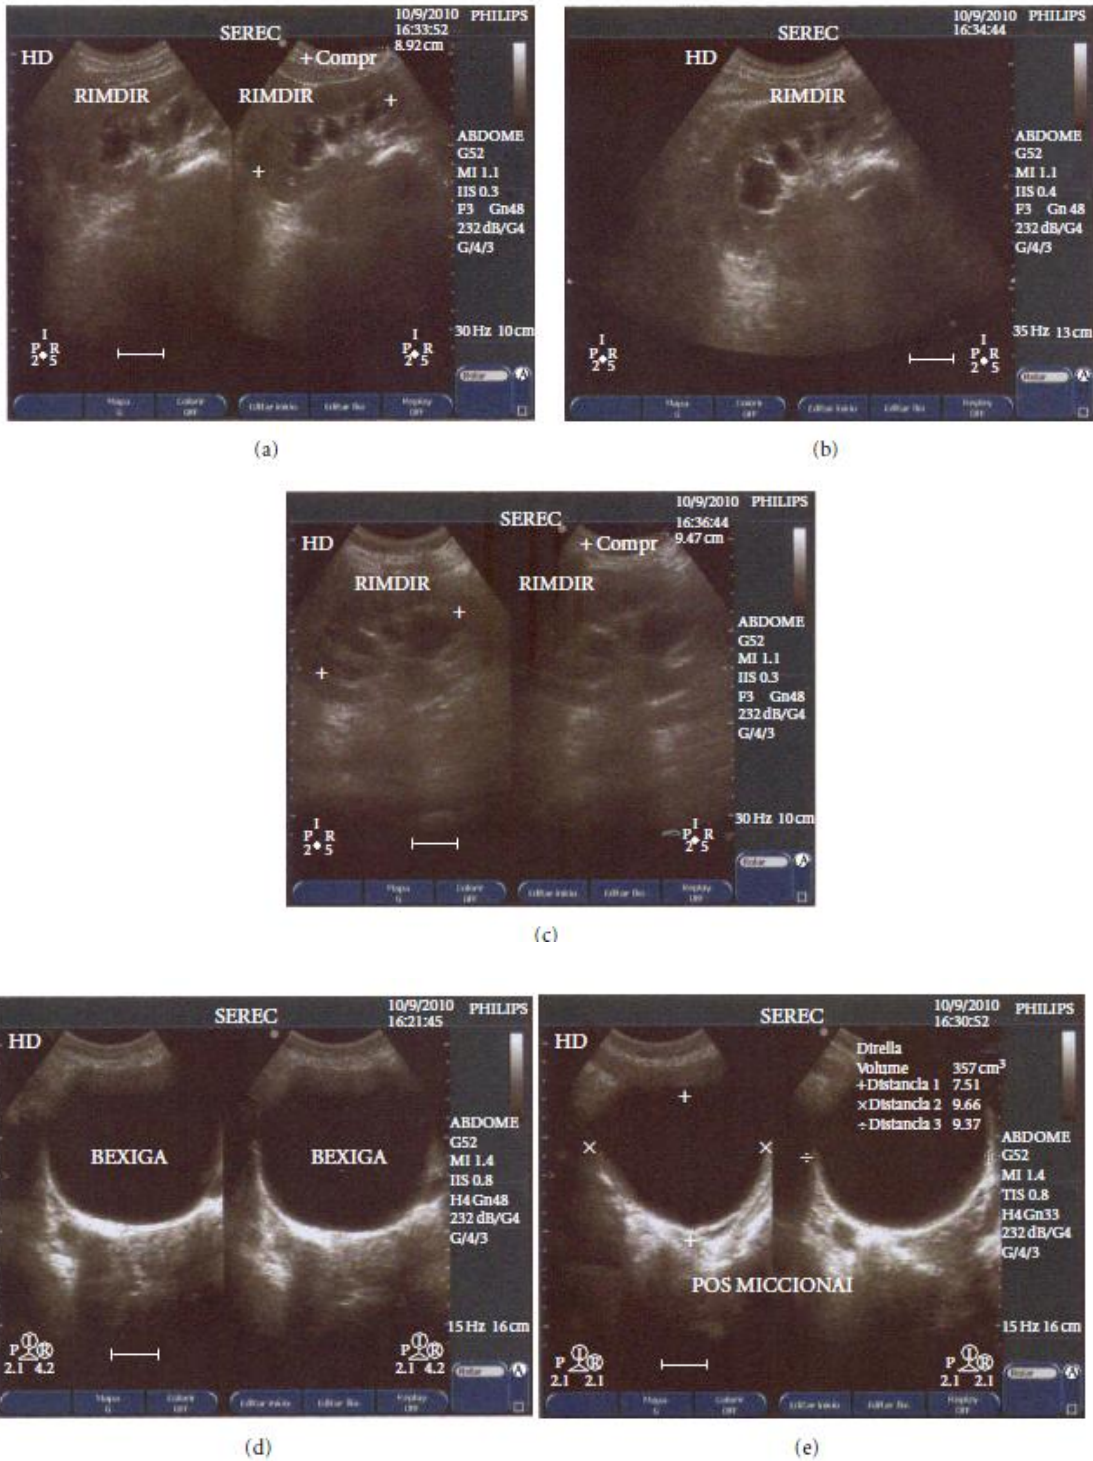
Urinary sonogram performed on patient (2010) revealing grade II hydronephrosis consistent with noncontractile bladder.
